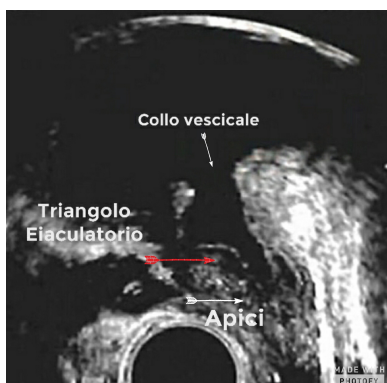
Immagine ecografica trans-rettale dopo DiLEP con tecnica LEST
